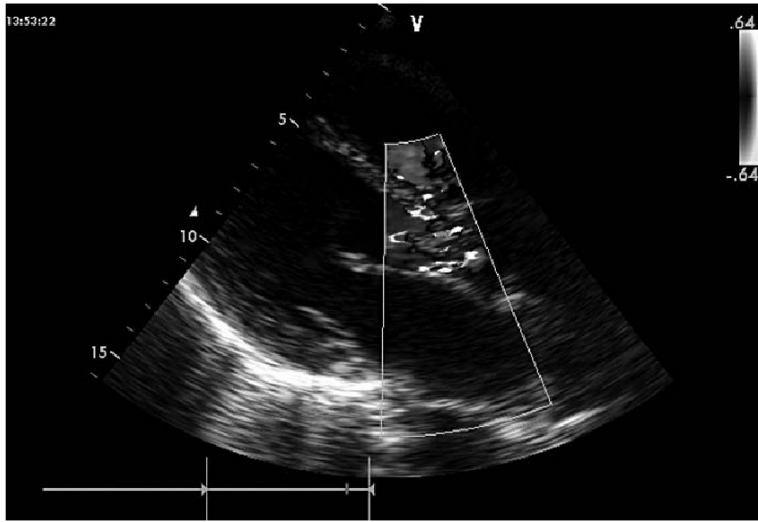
Эхокардиографические признаки аортальной недостаточности у того же пациента с инфекционным эндокардитом. Режим цветового доплеровского картирования. Поток значительной аортальной регургитации
